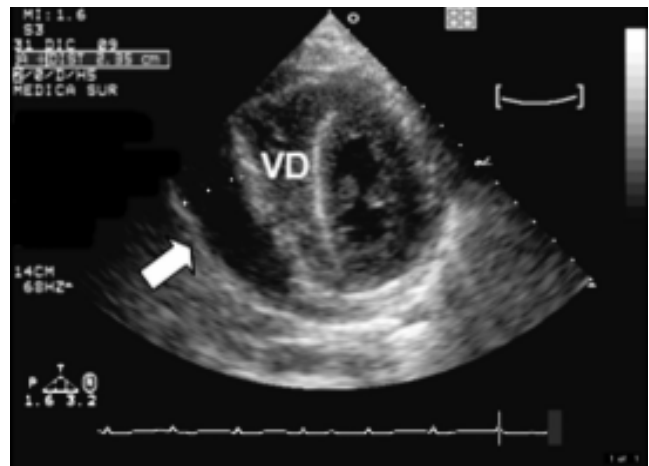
Ecocardiograma donde se observa gran derrame pericárdico (flecha) que condiciona colapso del ventrículo derecho (VD). Cálculo del volumen del derrame pericárdico.
